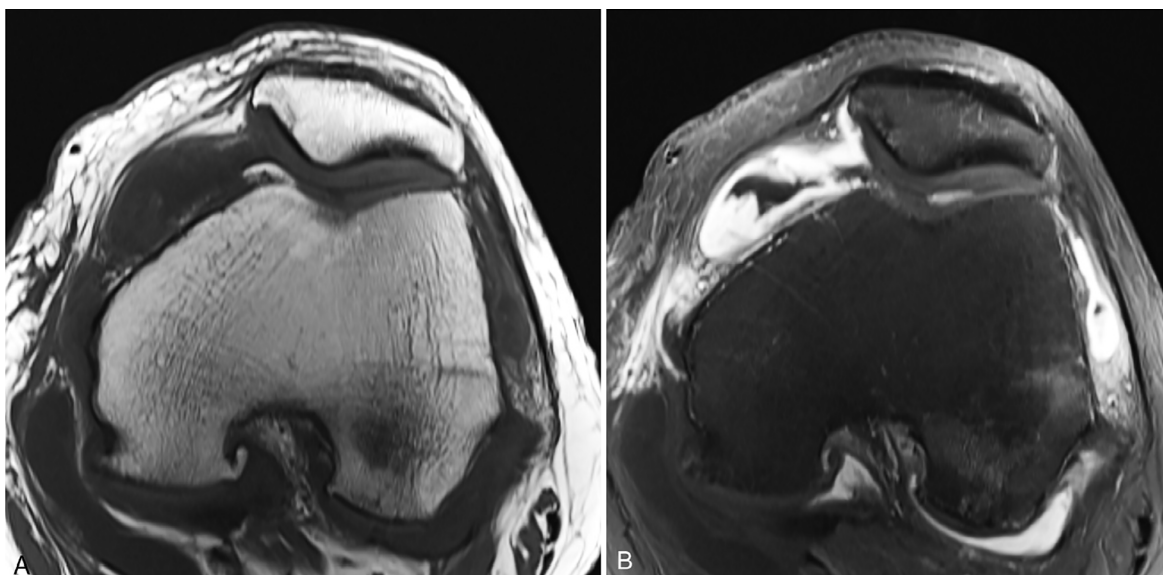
Synovium. A, Axial T1-weighted image of the knee. There is a joint effusion, but the joint fluid is inseparable from synovium. B, Axial T1-weighted image with fat saturation after the intravenous injection of gadolinium contrast reveals massive thickening of the enhancing synovium and a relatively small amount of dark, nonenhancing fluid.
